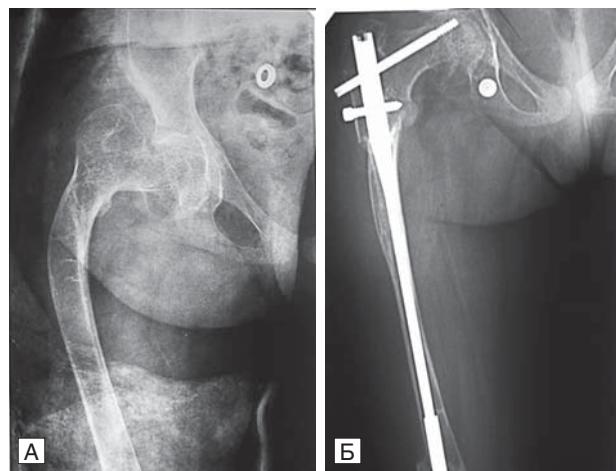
Рентгенограми кульшового суглоба та стегнової кістки в передній проекції пацієнта з недосконалим остеогенезом
